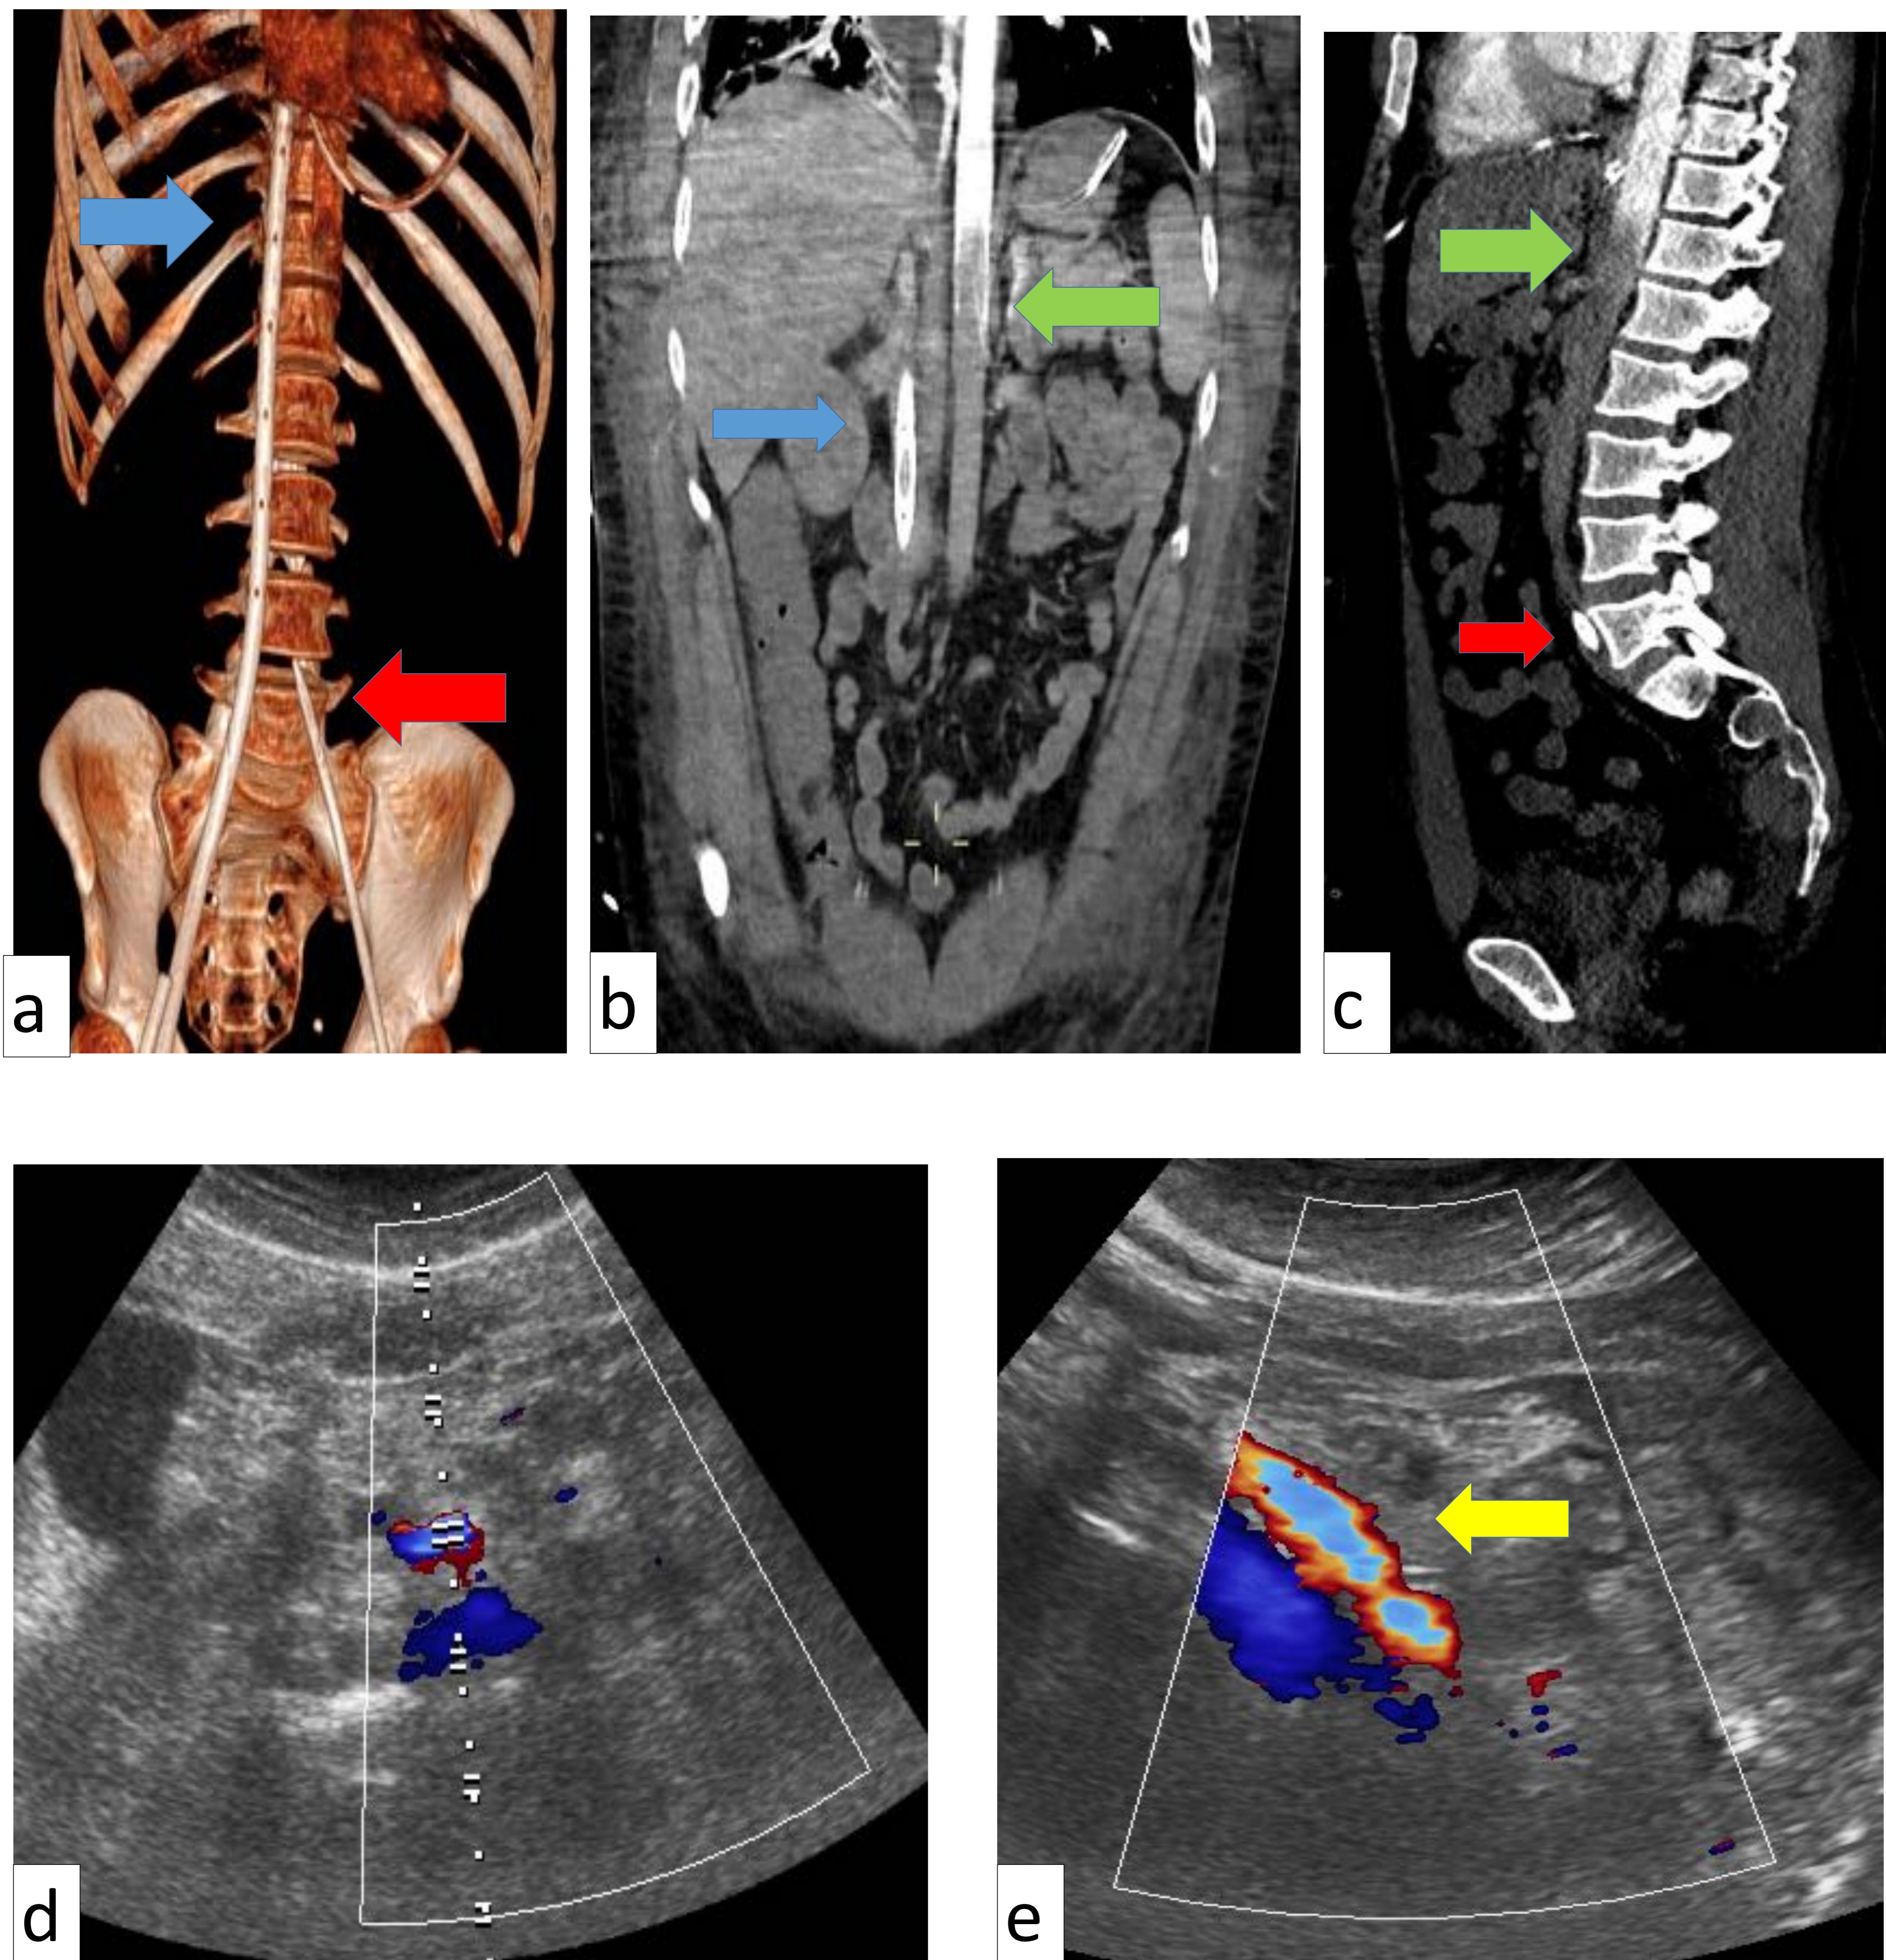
(a) Sistema ECMO V-A (vena femoral derecha con extremo en vena cava inferior (flecha azul) - arteria femoral izquierda con extremo en aorta descendente (flecha roja)). (b, c) Síndrome de Arlequín; secundaria a la recuperación parcial de la función cardíaca. Se observa pitfall con artefacto que impresiona de trombosis de aorta descendente (flecha verde) y que es secundario al choque de flujos en aorta descendente (por gasto cardíaco recuperado) y flujo de cánula de ECMO arterial cuyo extremo se visualiza en aorta descendente (flecha roja). (d, e) Posteriormente se realiza ecografía doppler color que demuestra permeabilidad de aorta y vena cava inferior; además se observa en aorta descendente, artefacto de aliasing por choque de flujos (flecha amarilla).
